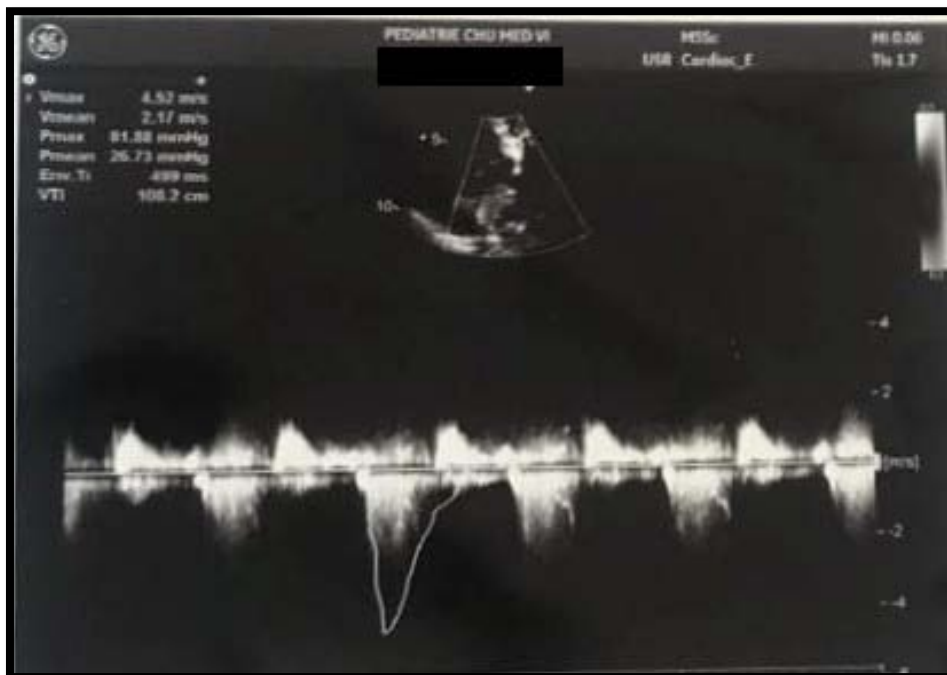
Aspect échographique d'une insuffisance mitrale minime sur valve mitrale épaissie
